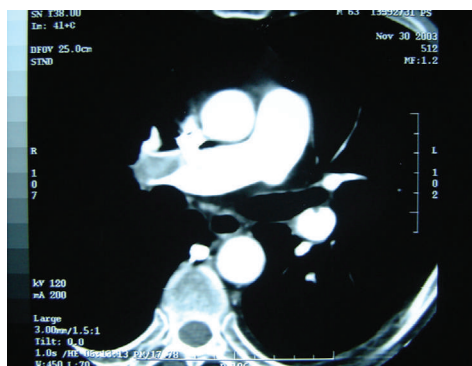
Tomografia helicoidal com TEP.
